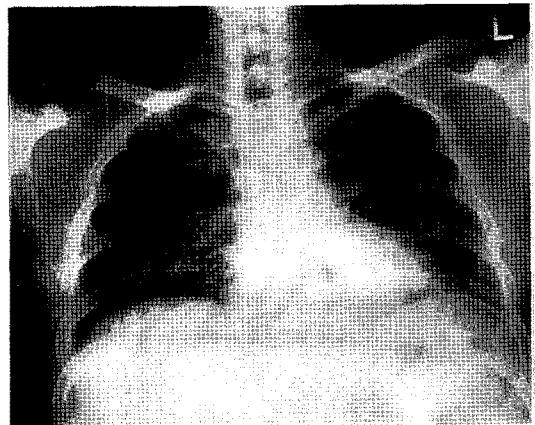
Chest radiograph on 10 weeks later shows linear reticular densities on RML and LML fields, suggestive of pulmonary fibrotic changes related with drug toxicity.
